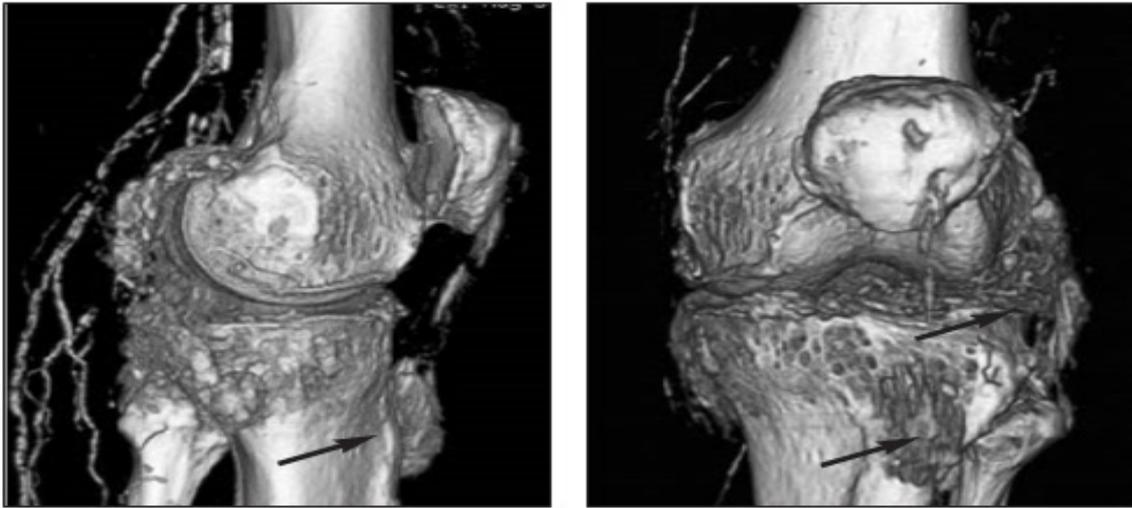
КТ коленных суставов. Множественные тофусы в области мягких тканей (стрелки).
